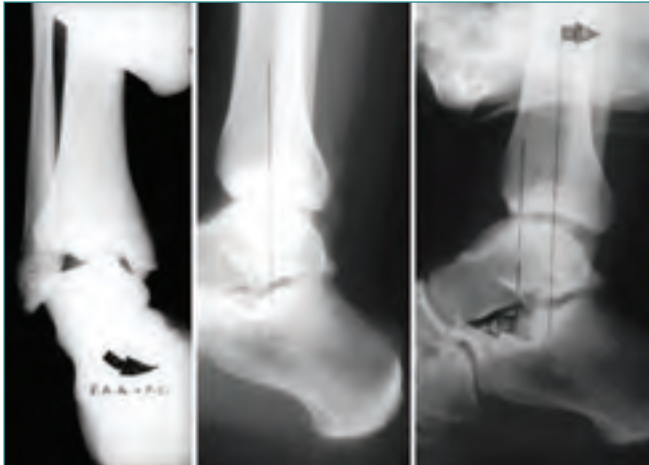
Radiografías funcionales forzando la inversión y el desplazamiento anterior para buscar el bostezo articular y el cajón anterior, expresión de inestabilidad articular.
